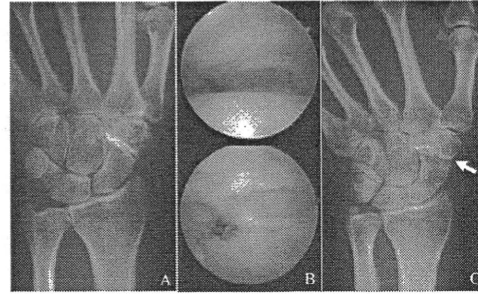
(A) 初診時単純X線像 (B) STT関節鏡視にて軟骨下骨の露出を認め(上図)、滑膜と舟状骨の部分切除(下図)を施行した (C) 術後単純X線像
